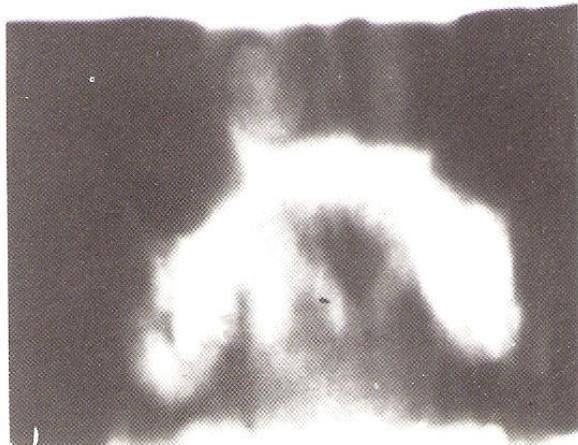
Post-op. poly-tomography confirming "sinus not penetrated".
